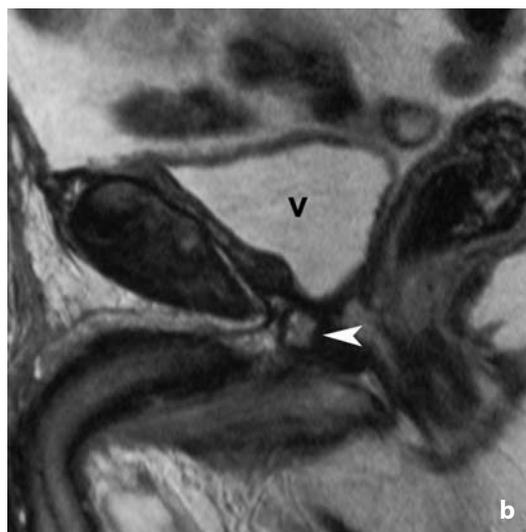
CT-PET con colina. Recidiva locale in esiti di prostatectomia. a La CT-PET documenta focolaio di accumulo del radiofarmaco in corrispondenza dell'anastomosi vescico-uretrale. b Corrispettiva immagine RM sagittale T2 pesata, in cui la punta di freccia indica il nodulo, iperintenso. V= vescica
